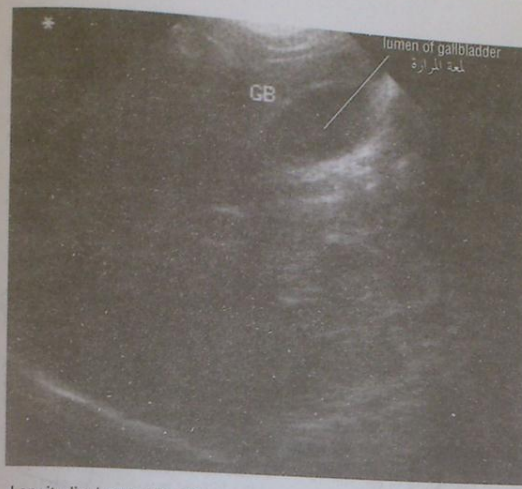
Longitudinal sonogram of the upper part of the abdomen showing the lumen of the gallbladder. (Courtesy of Dr. M. C. Hill.)
